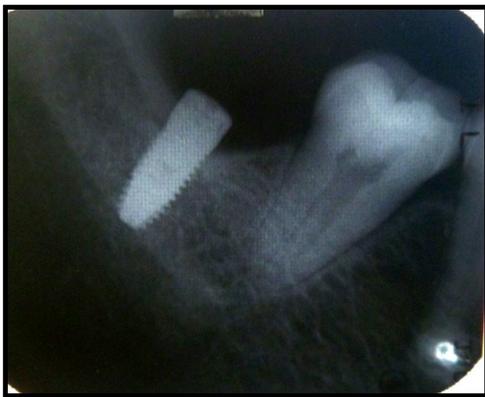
Rx periapical post operatoria 2MID 2MII
